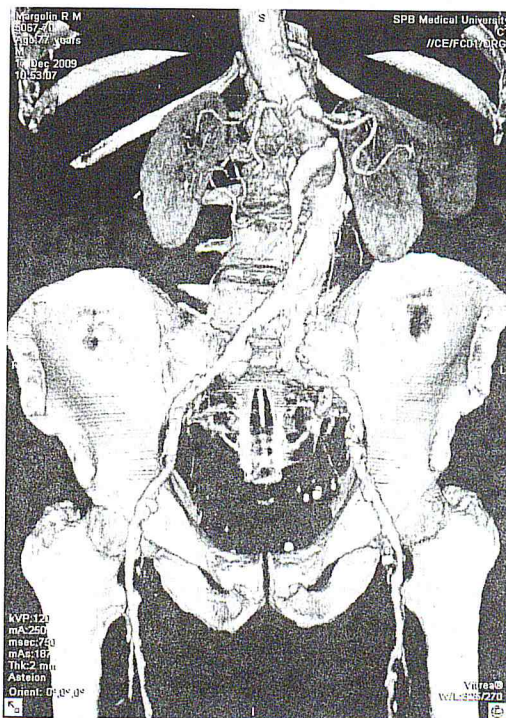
МСКТ-ангиография у больного М. через 20 лет после операции: визуализируется аорто-верхнебрыжеечный шунт, протезно-печеночный шунт не контрастирован из-за его тромбоза
